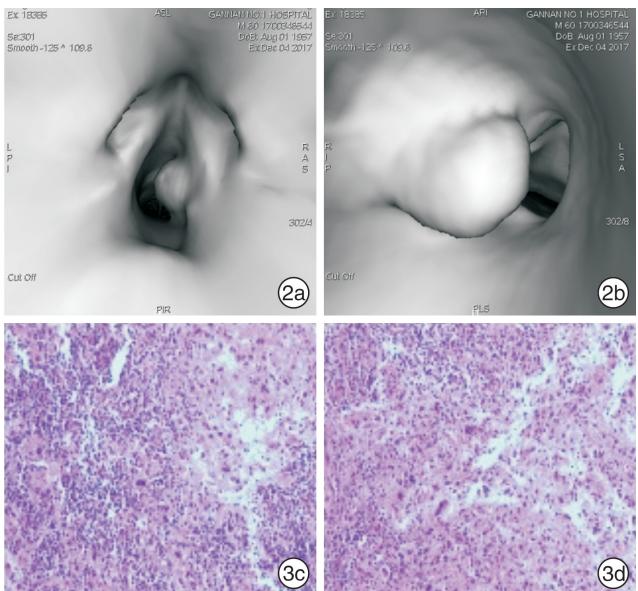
CT仿真内镜检查 2a:从头端入路,于右侧声门下可见一结节;2b:从足端入路反观病灶,可显示喉镜无法显示的盲区,明确病灶与声带的关系;
